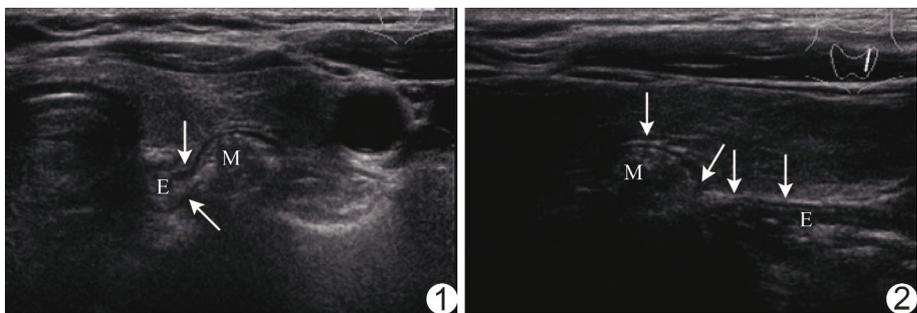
咽食管憩室超声检查横切面 可见咽食管憩室位于甲状腺左叶后内侧, 紧邻食管, 其周边为低回声环, 内侧部分缺如, 低回声环与食管壁(箭)相延续 (M: 咽食管憩室; E: 食管) 图 2 咽食管憩室超声检查纵切面 憩室壁与食管壁(箭)相延续, 憩室周边环状低回声与食管壁相延续 (M: 咽食管憩室; E: 食管)
